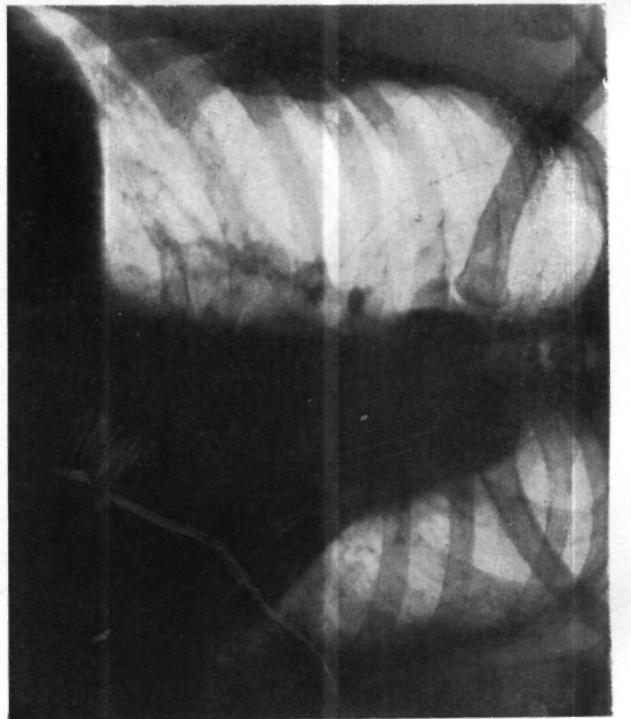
Тот же больной. Прямая рентгенограмма легких через 2 месяца после операции. Левое легкое воздушно.
